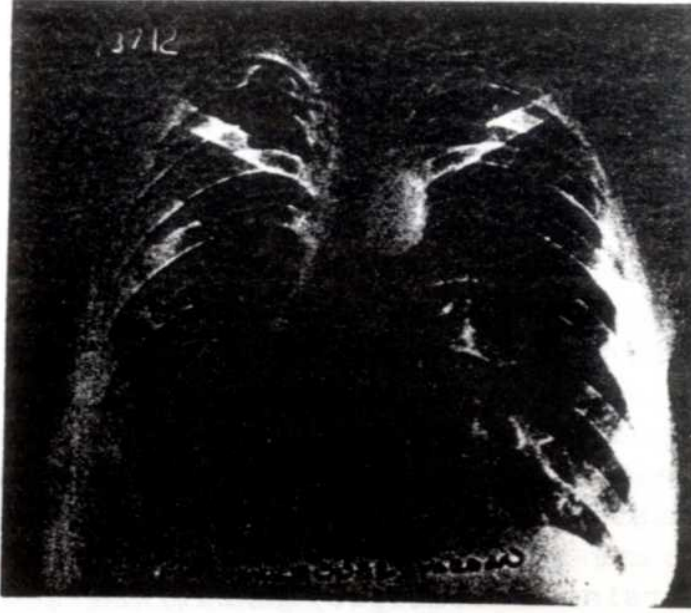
Kadın hastamıza ait ameliyat öncesi PA akciğer grafisinin görünümü.
